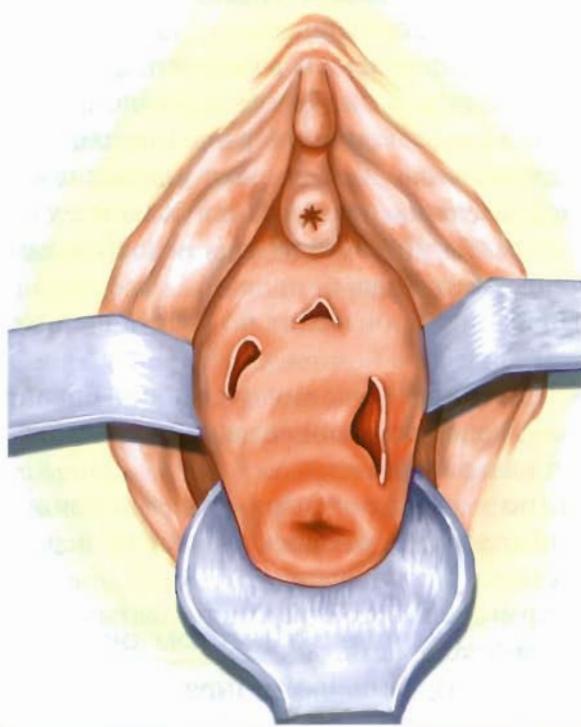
Множественные пузирно-влагалищные свищи
